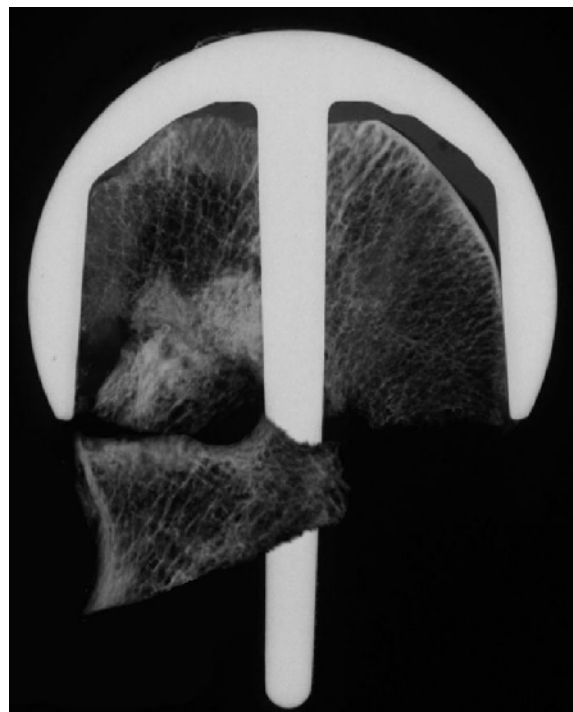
Kontaktradiographie 16/7
